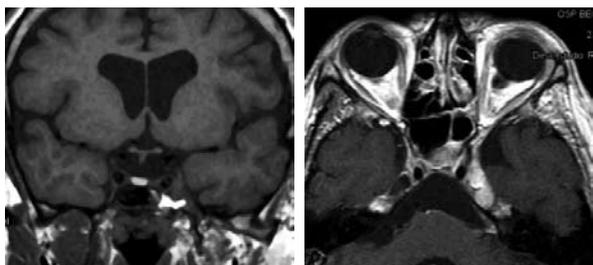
MRI dopo 7 aa dall'intervento: residuo al seno cavernoso stabile.
